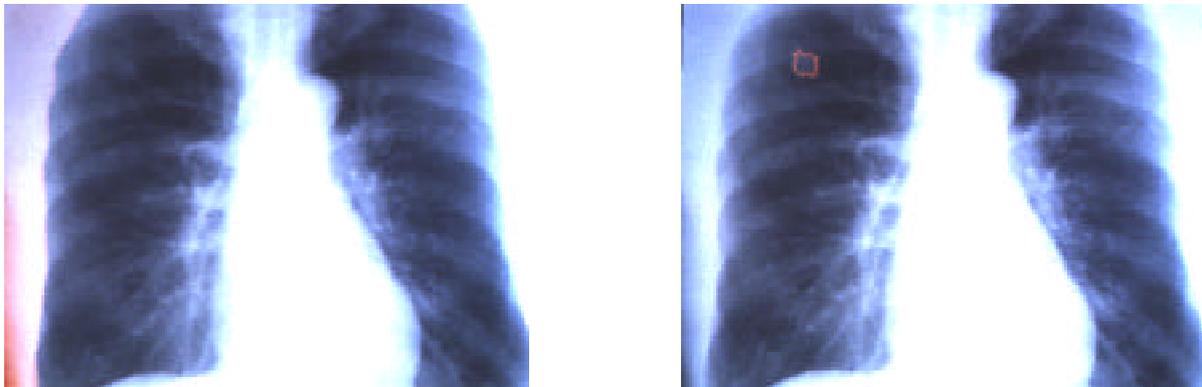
Examples of detection of abnormal shadows in chest X-ray images (by H. Natori, Sapporo Medical college)
